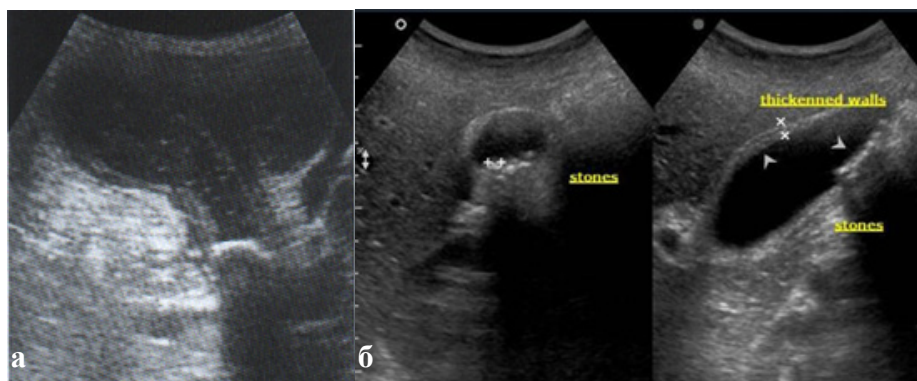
УЗИ: а) острый гангренозный холецистит; б) острый калькулезный холецистит, наличие конкрементов в желчном пузыре.
